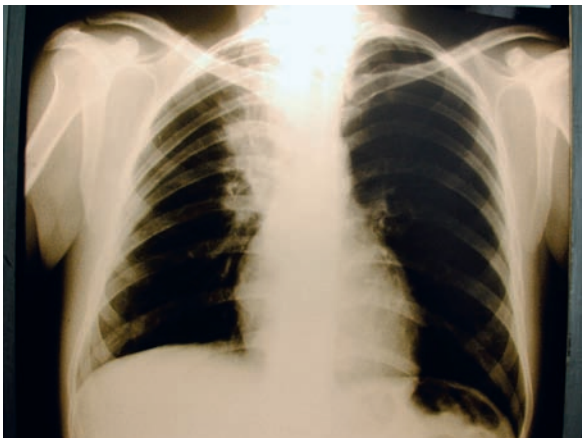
Radiografía de tórax de frente, que muestra un infiltrado heterogéneo en el campo superior de pulmón derecho.
